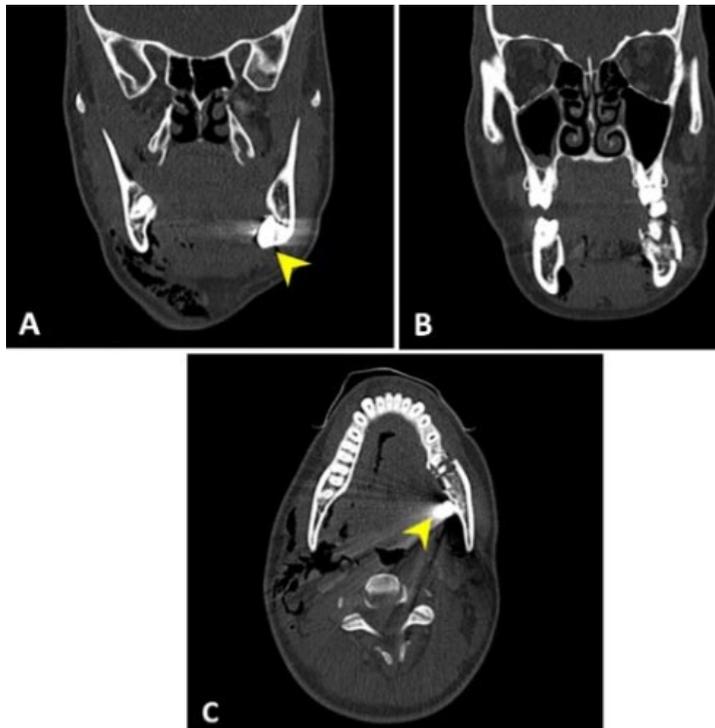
Tomografía Axial Computarizada preoperatoria. (A) Vista coronal en zona de ángulo mandibular, flecha amarilla apunta proyectil; (B) Vista coronal en zona de segundo molar; (C) Vista Axial, flecha amarilla apunta proyectil.
